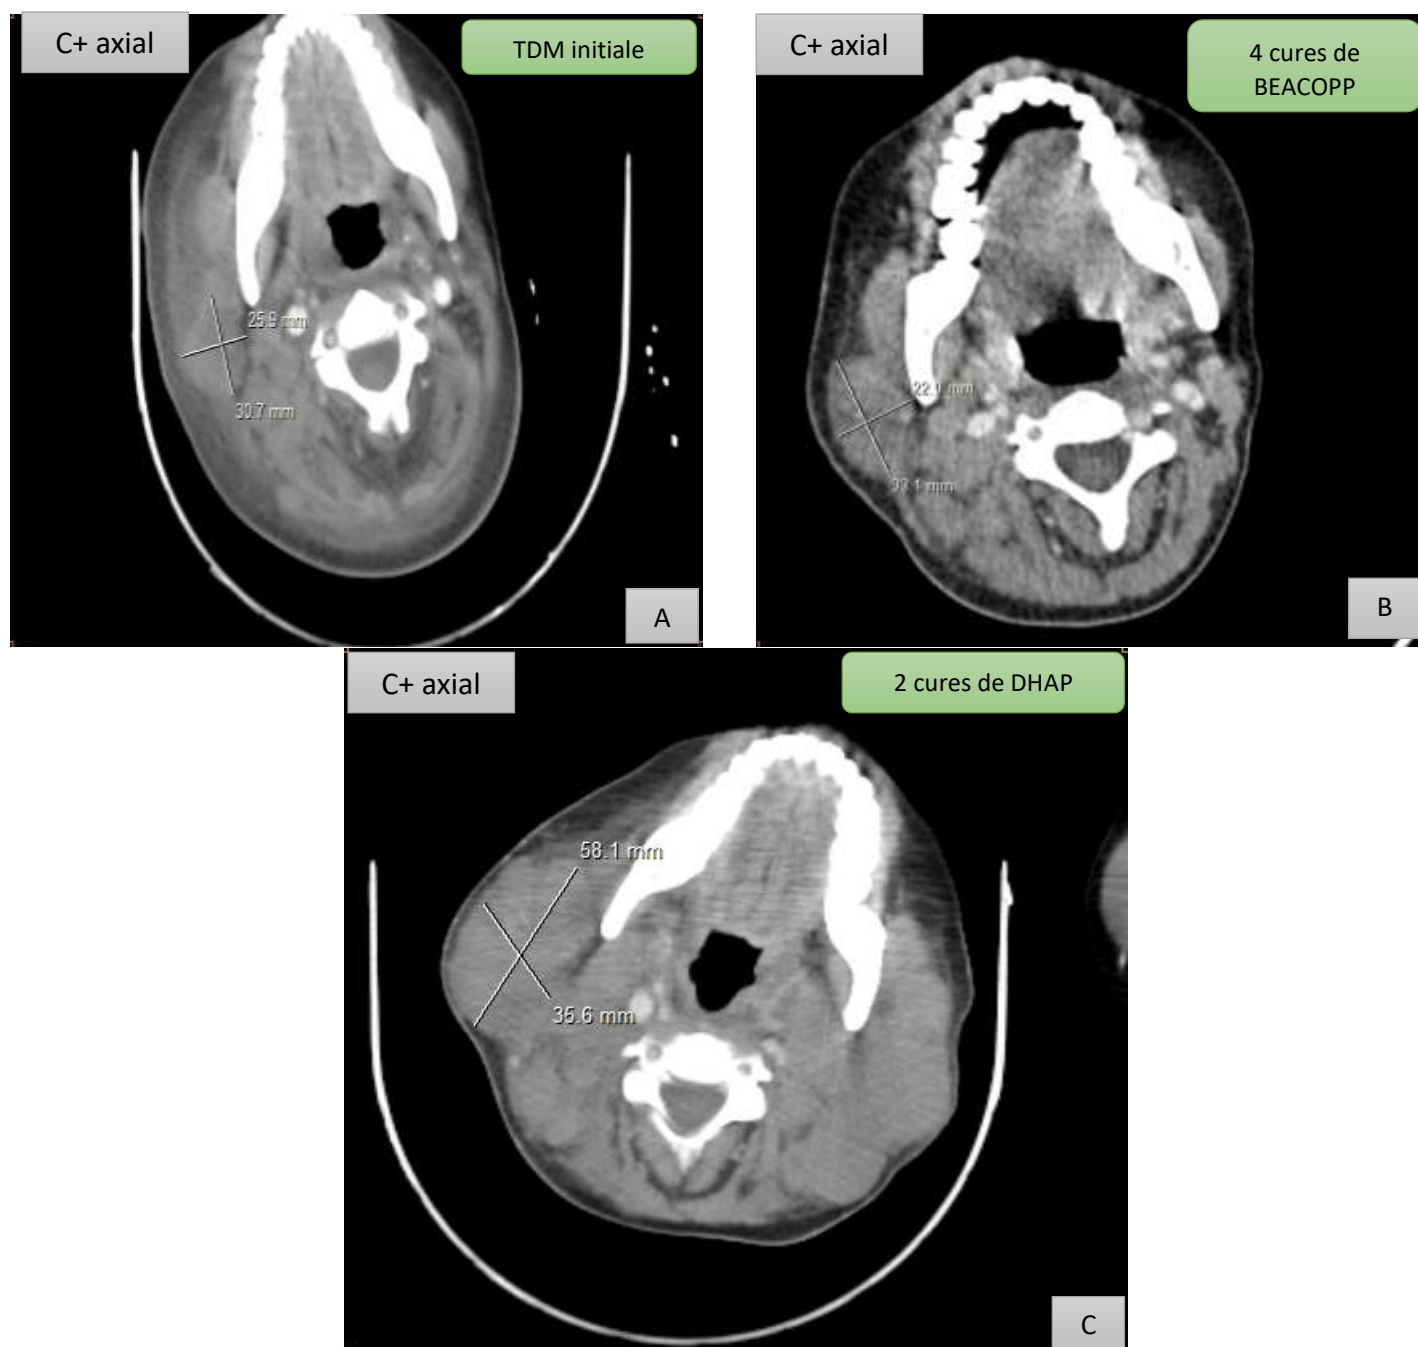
TDM cervicale ,coupes axiales, après injection du produit de contraste iodé montrant une progresion après 2 lignées thérapeutiques (A) ADP sous angulo-mandibulaire droite mesurant 30.7mm de grand axe (B) ADP sous angulo-mandibulaire droite ayant augmenté de taille mesurant 33.1 mm de grand axe (C) augmentation en taille de l'ADP sous angulo-mandibulaire droite arrivant à 58.1 mm de grand axe.
